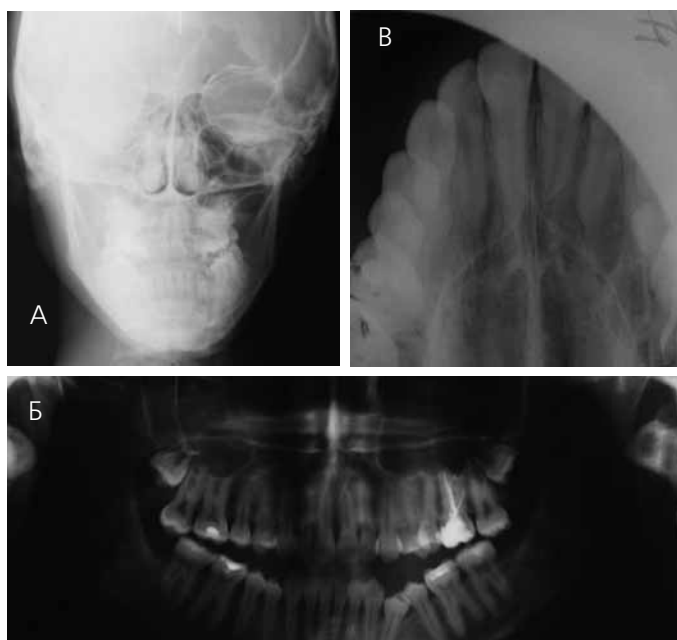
Лучевые методы диагностики до начала лечения: А — телерентгенограмма в боковой проекции; Б — ортопантомограмма; В — рентгенограмма твердого неба
